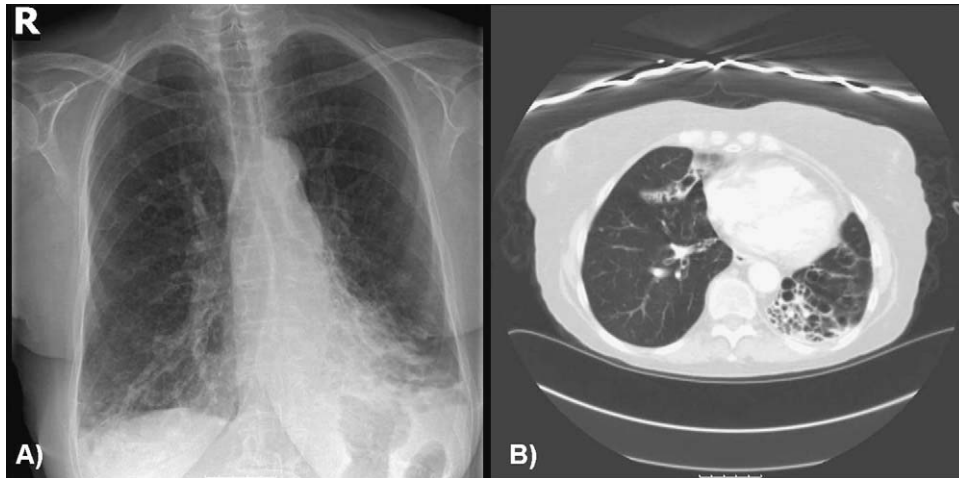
A) Radiografía posteroanterior de tórax en la que se observan signos de hipertensión pulmonar precapilar e imágenes compatibles con bronquiectasias en ambos lóbulos inferiores. B) Tomografía computarizada de tórax en la que se observan bronquiectasias en ambos lóbulos inferiores, con pérdida de volumen del lóbulo inferior izquierdo.
